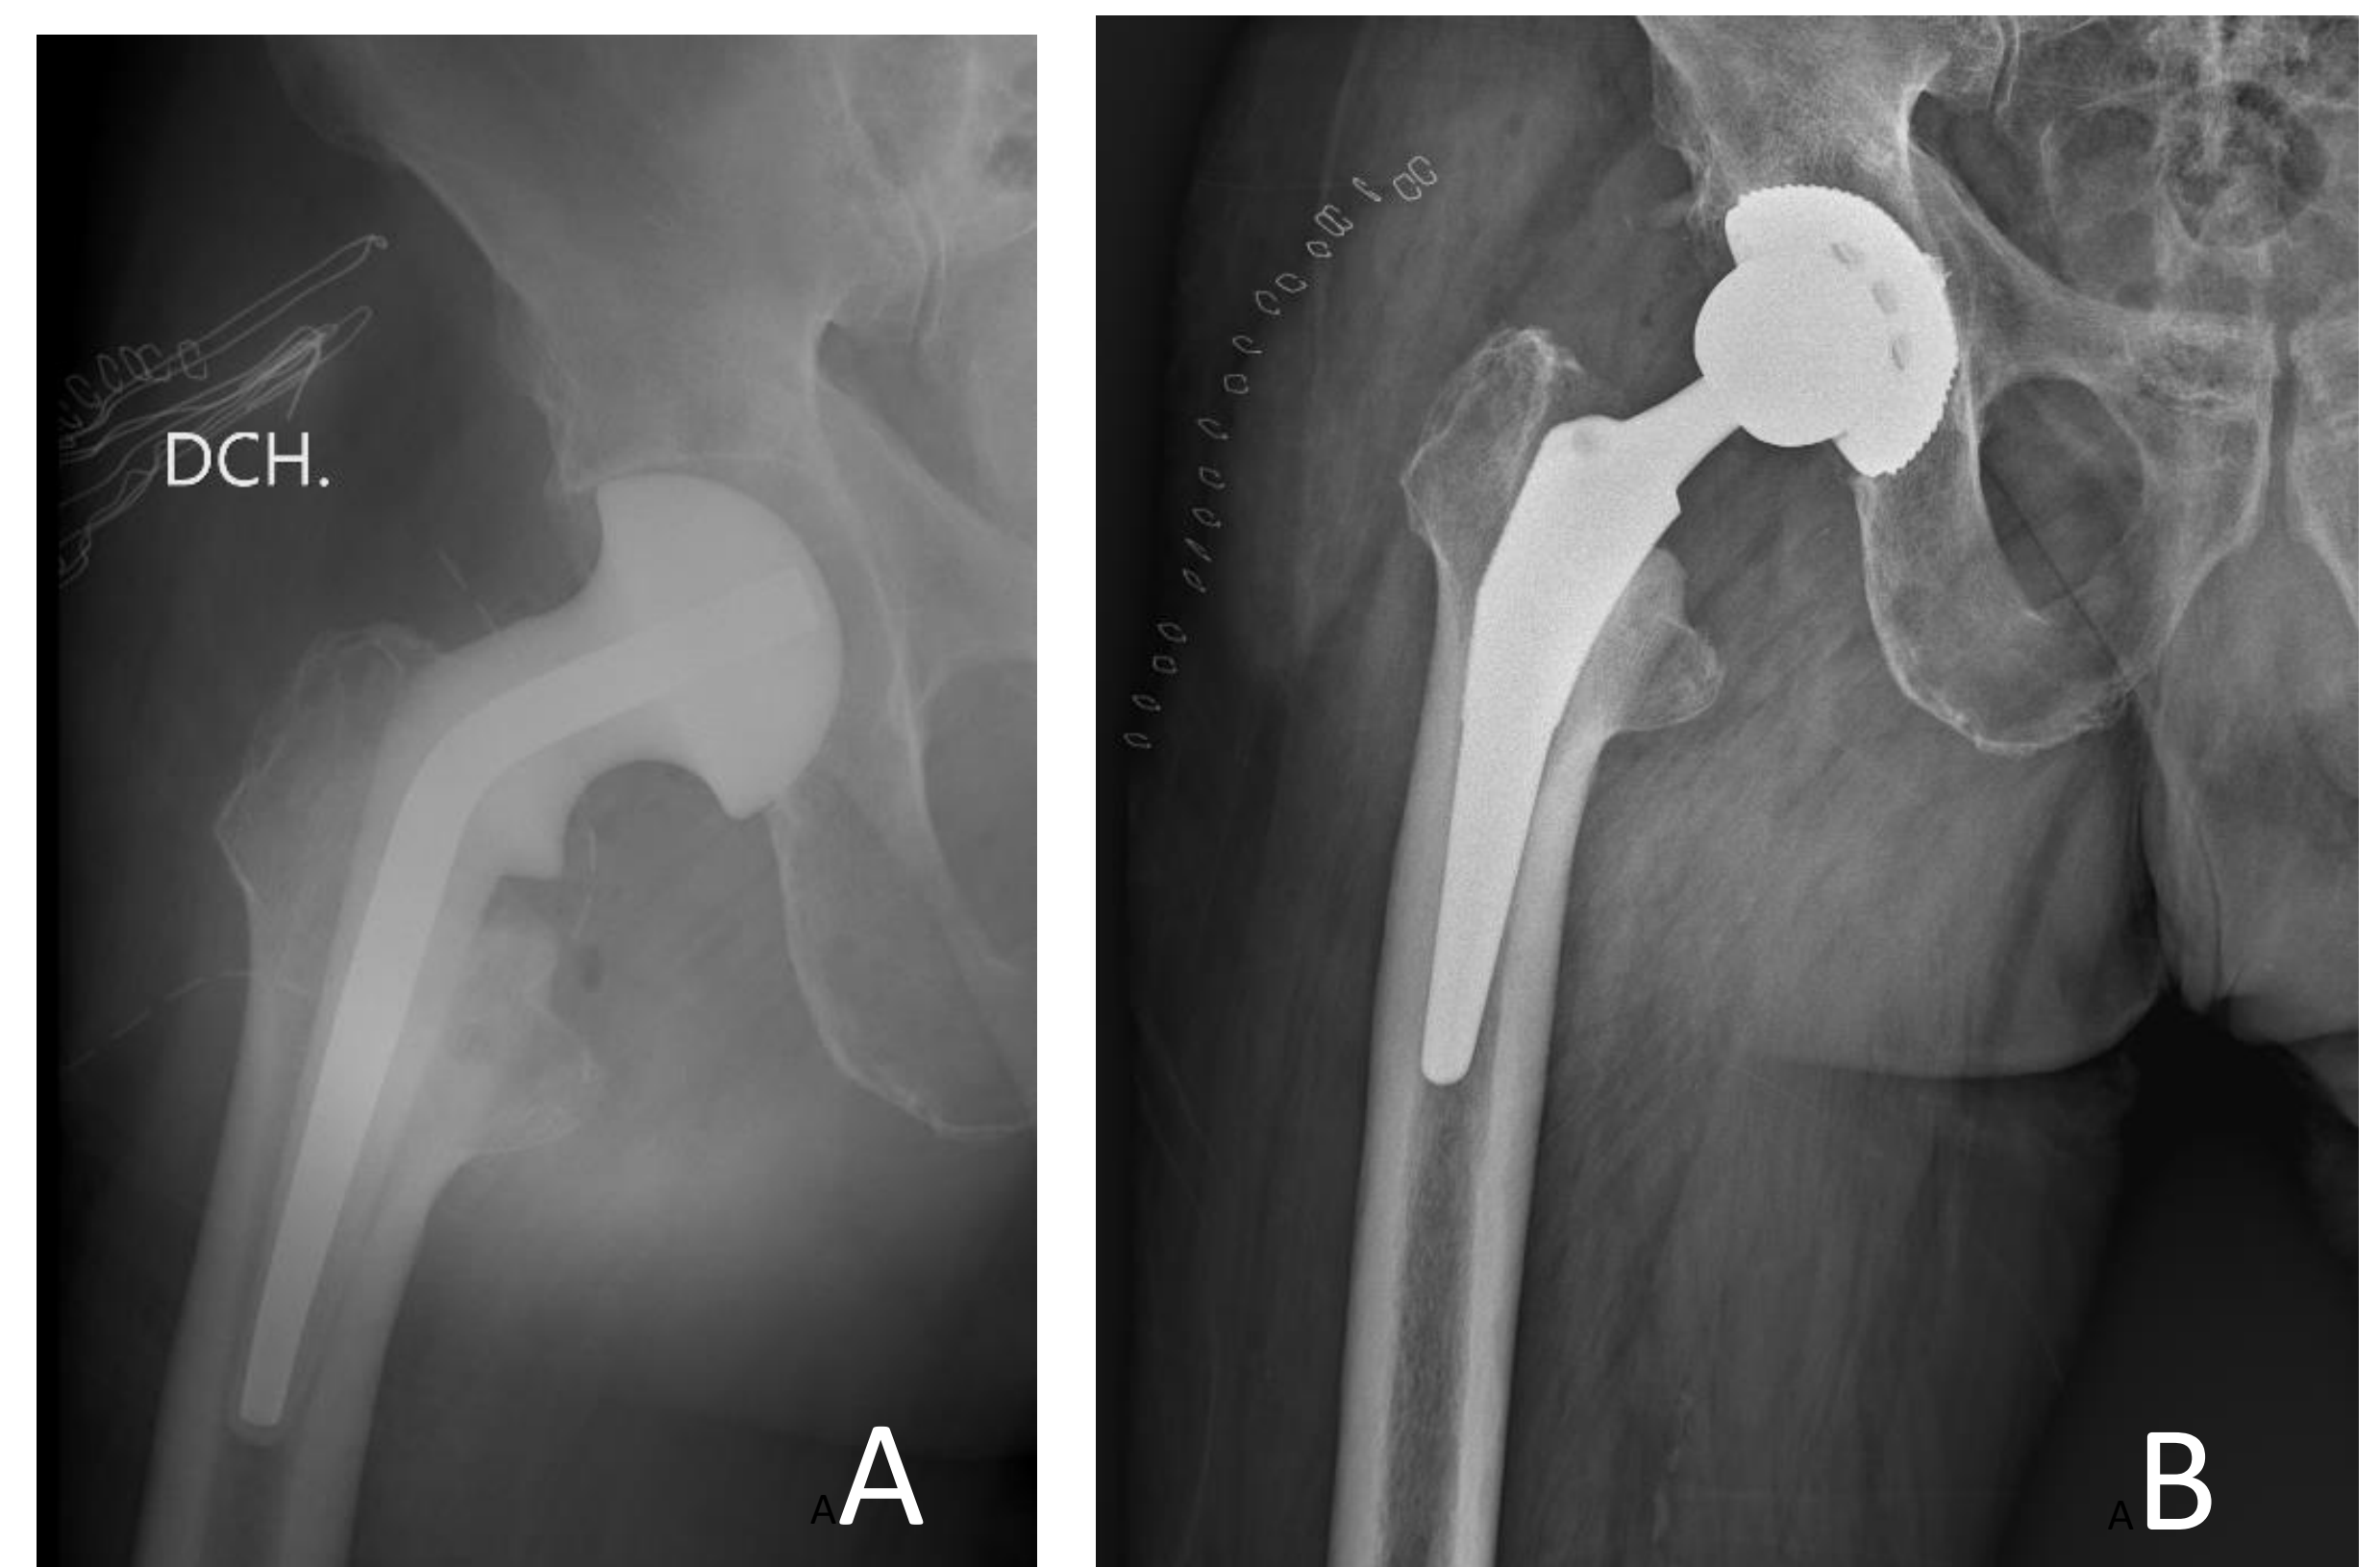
Radiografía cadera derecha: espaciador de cemento (A); PTC en un 2º tiempo (B)
